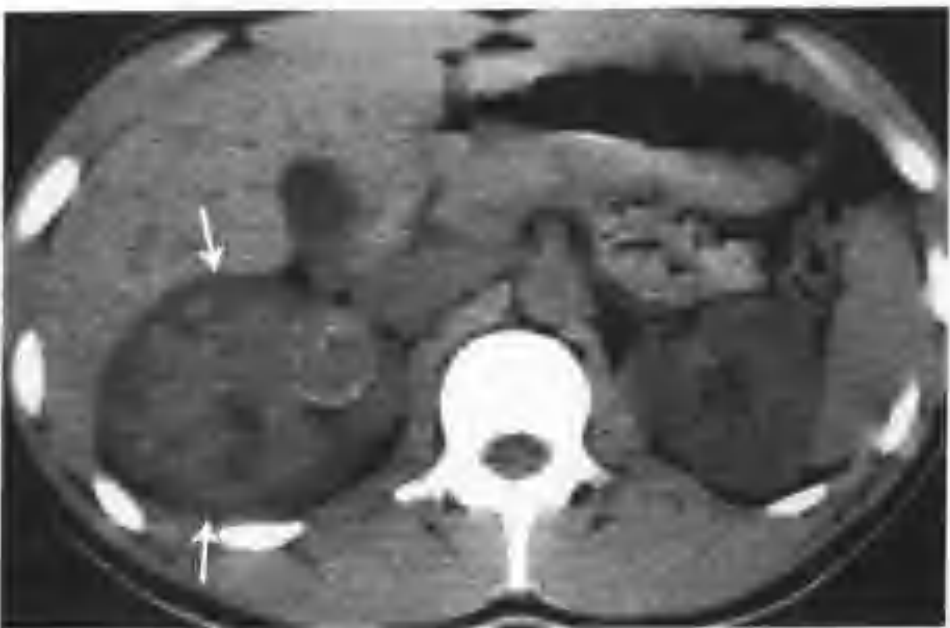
右肾透明细胞癌并右肾静脉、下腔静脉癌栓（CT 平扫发现右肾影增大，其内见混杂密度肿物，有环状及点状钙化（箭头））
